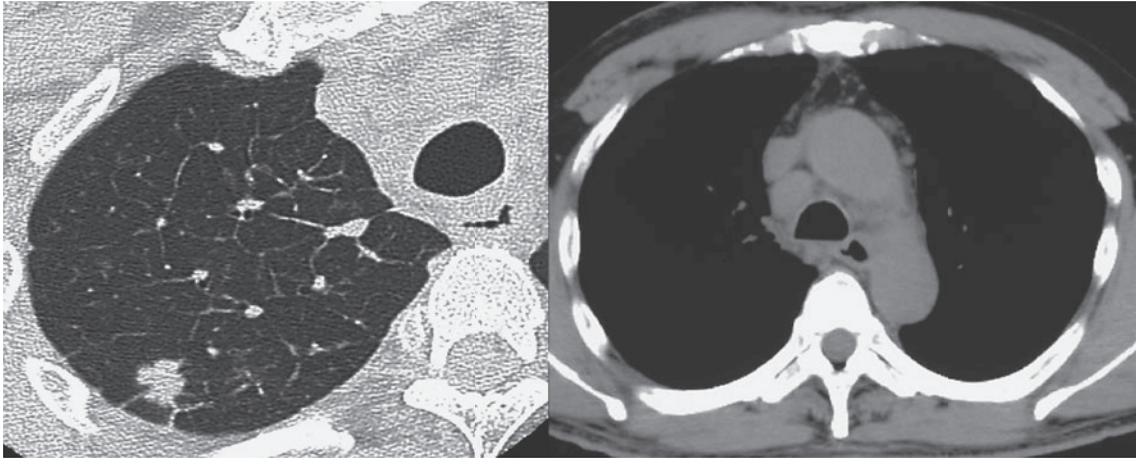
A chest computed tomography (CT) image shows an irregularly-shaped mass measuring 1.5 cm in S¹ of the right lung.
